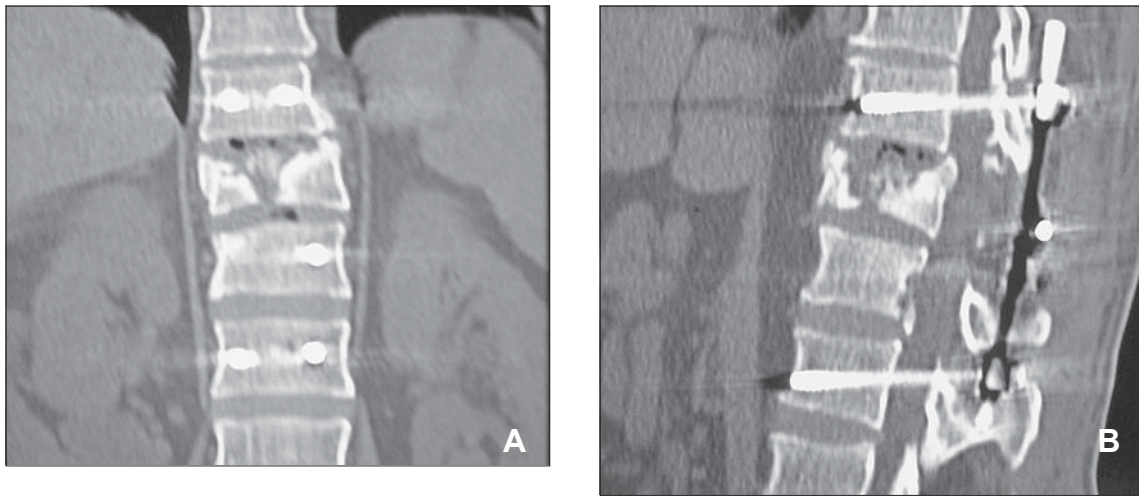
TAC con reconstrucción coronal (A) y Sagital (B) que revela necrosis ósea de T10.
